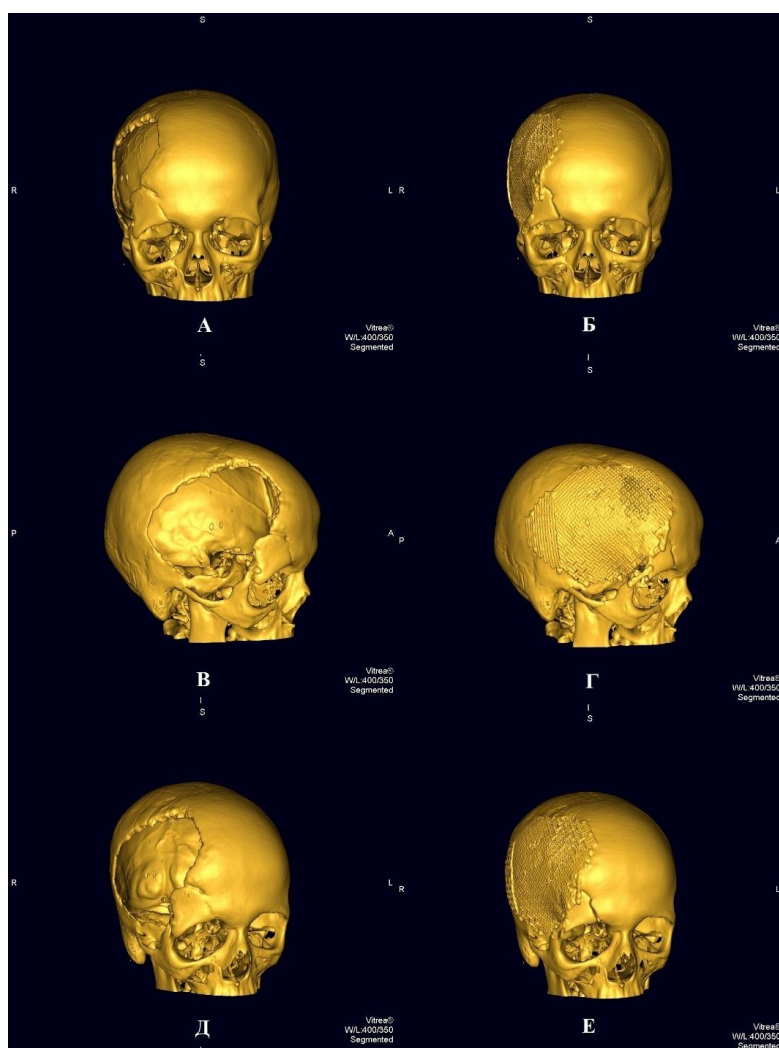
МСКТ головы больной в 3D реконструкции. А, В, Д – до операции, после операции – Б, Г; Е
